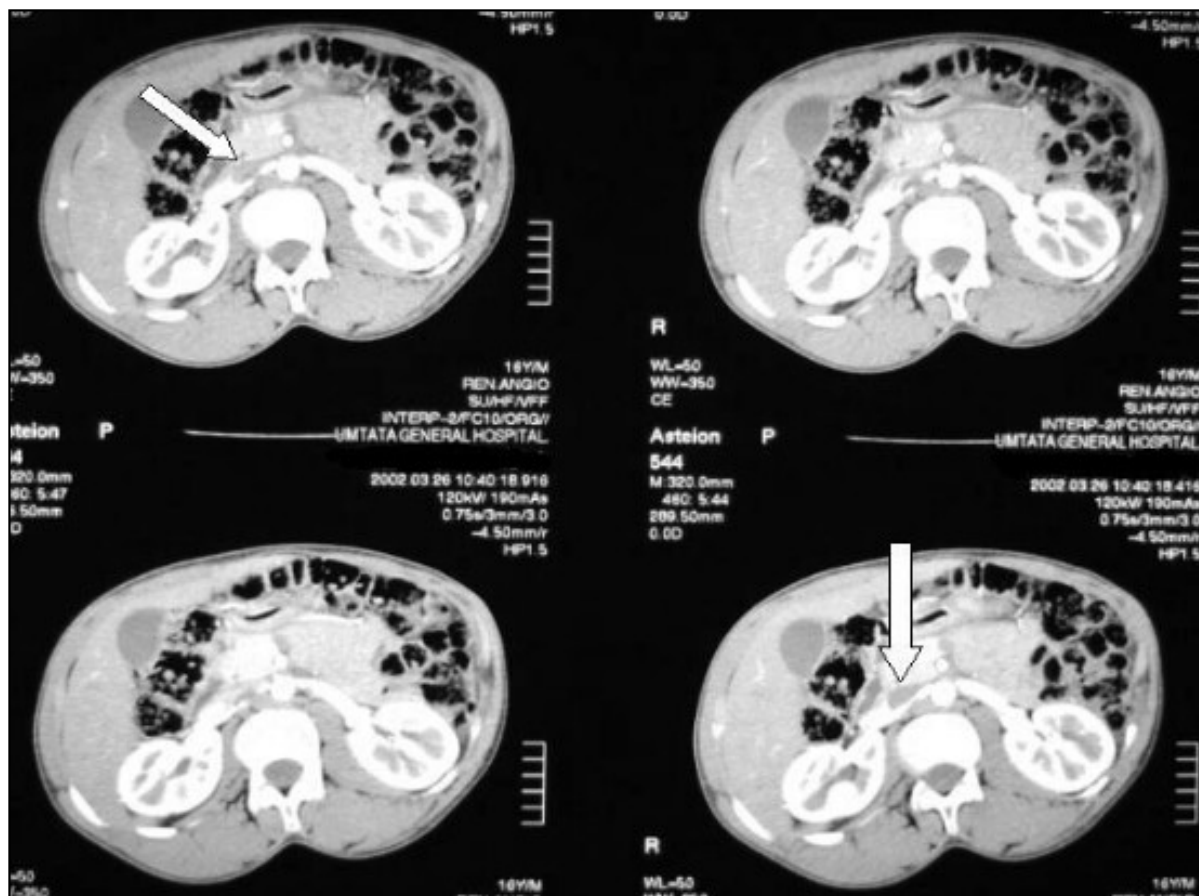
CT Angiography showing stenosis of the right renal artery (>75%)
